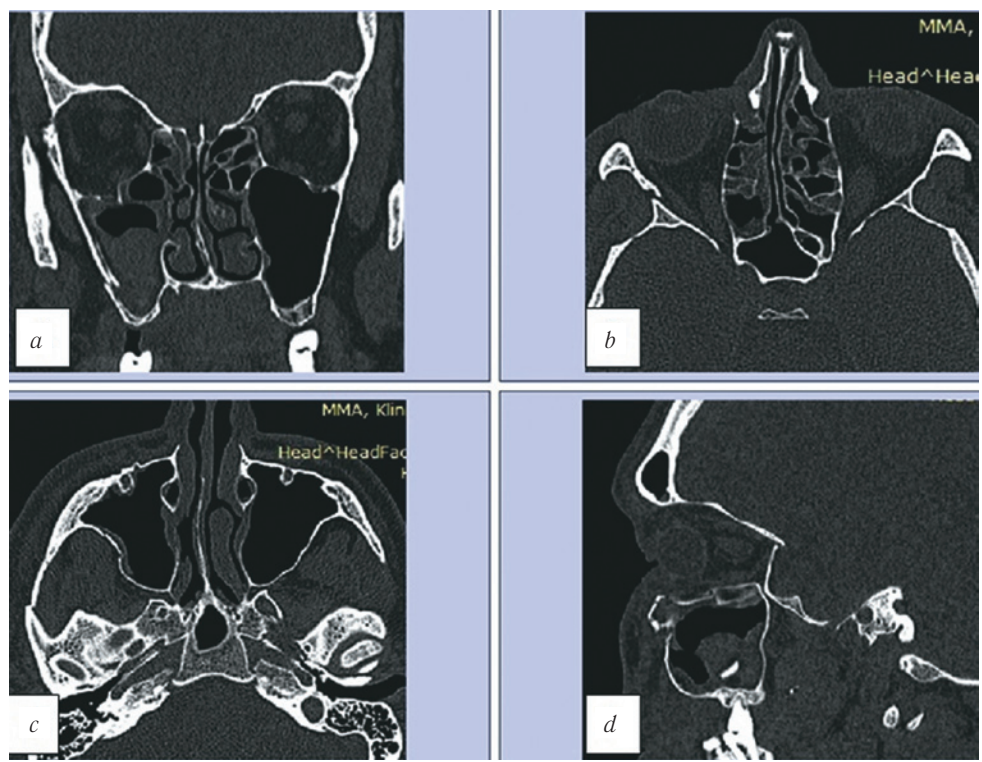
МСКТ, средняя зона лица, костный режим. Коронарная (a), аксиальная (b, c) и сагиттальная (d) реконструкции. Травматические повреждения лицевого скелета справа: перелом латеральной и нижней стенок правой орбиты, перелом латеральной и передней стенок правого верхнечелюстного синуса в области скуловых дуг и двойной перелом правой скуловой дуги
